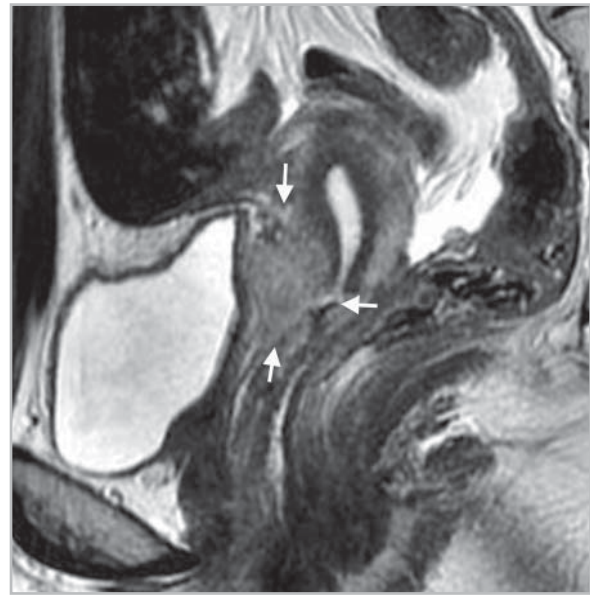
МР-томограмма органов малого таза у больной раком шейки матки после радикальной абдоминальной трахелэктомии (T2-ВИ в сагиттальной плоскости). Стрелки указывают на рецидивную опухоль в зоне влагалищно-маточного анастомоза
